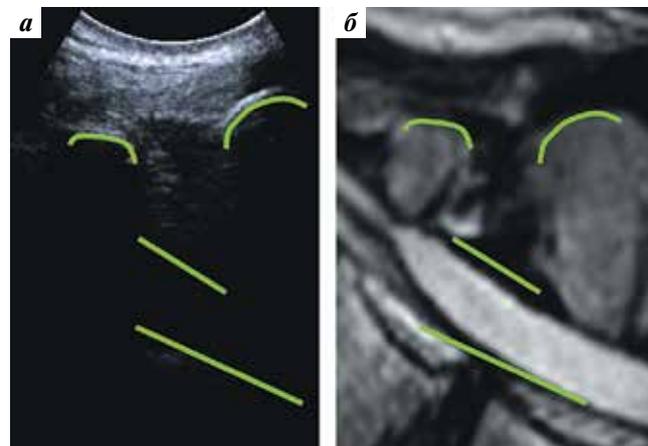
Оценка формы и размеров остистых отростков позвонков, межостистого и междужкового промежутков на уровнях L_5-S_1 при сравнении одинаковых срединных сагиттальных изображений, полученных при интраоперационном ультразвуковом исследовании (а) и магнитно-резонансной томографии (б) у пациента К., 36 лет. Изогнутыми линиями отмечены остистые отростки L_5 и S_1 , прямыми линиями — передний и задний комплексы твердой мозговой оболочки
